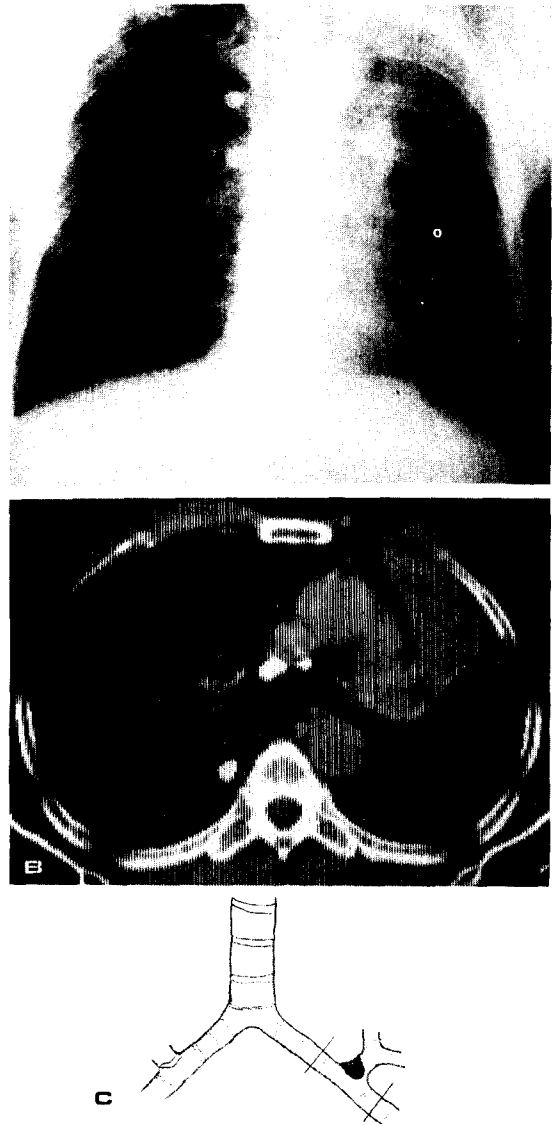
A. Preoperative chest radiograph with left upper lobe atelectasis.
